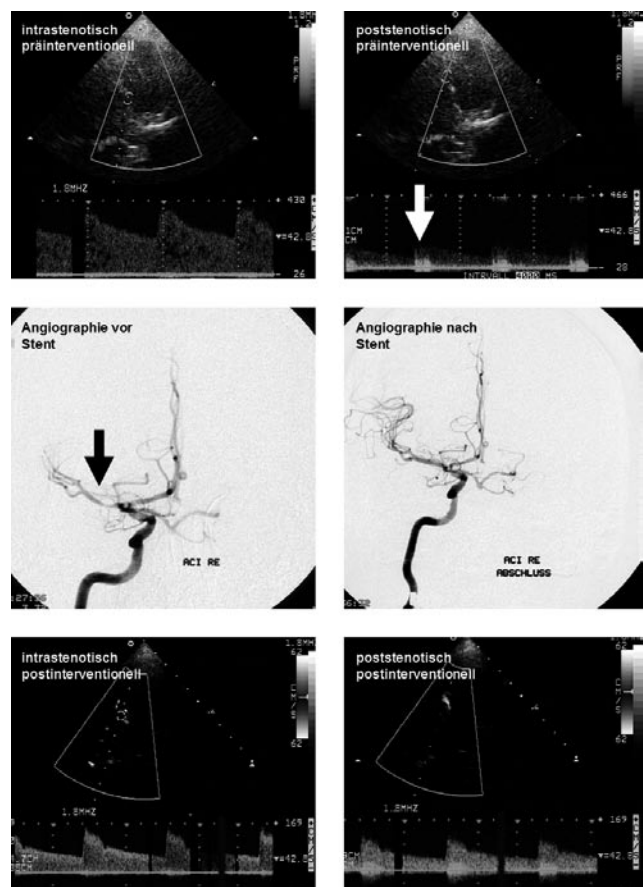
Farbduplexsonographische Darstellung einer hochgradigen Stenose der A. cer. media ($V_{max} > 420$ cm/s) mit poststenotischer Strömungsstörung (weißer Pfeil), welche akustisch an den Klang von »Schritten im Kies« erinnert. Angiographische Darstellung der Stenose (schwarzer Pfeil) vor und nach Stent Implantation (Dr. Siekmann, Neuroradiologie Giessen) und postinterventionelle Darstellung eines nur leicht erhöhten intrastenotischen Flusses ($V_{max} = 160$ cm/s) und einer nahezu vollständigen Normalisierung des poststenotischen Flusses mit verbleibender geringer Strömungsstörung.
